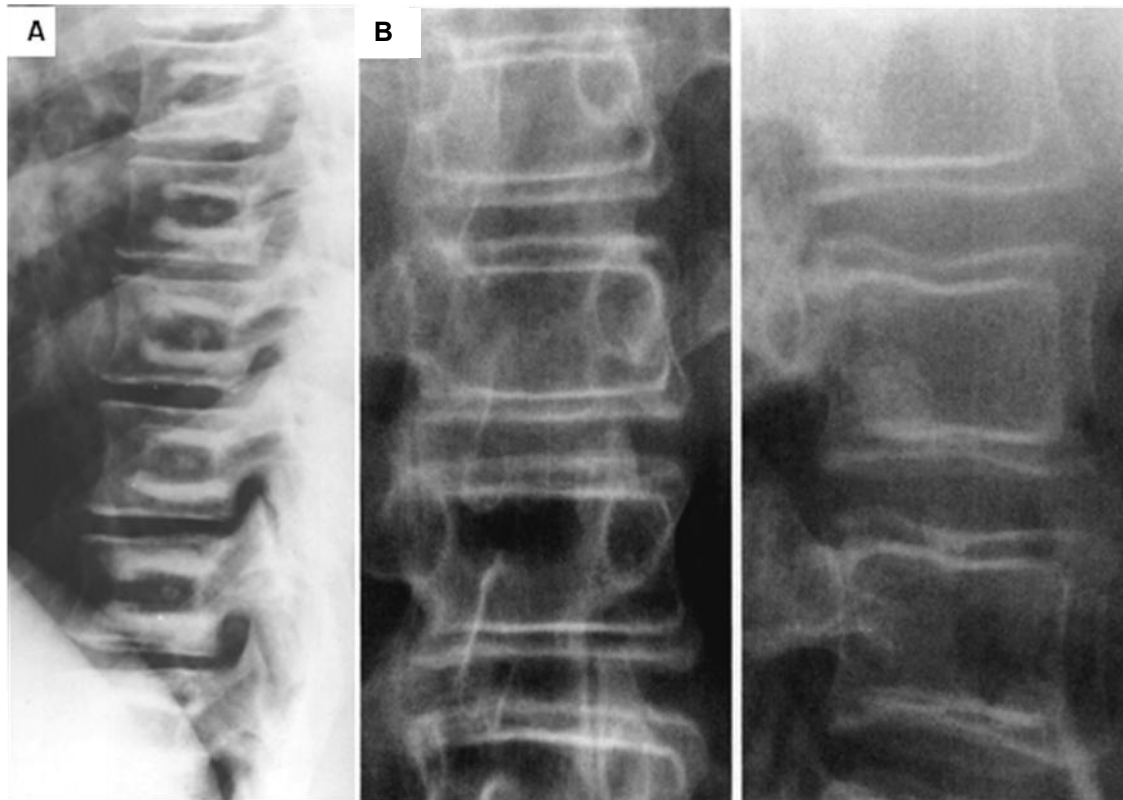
92. A. Radiografía lateral de la columna lumbar. Hay esclerosis de las porciones superior e inferior de las porciones medias de los cuerpos vertebrales, paciente con osteopetrosis, el fallo en la actividad osteoclastica causa anomalías intermitentes en la densidad del hueso durante su crecimiento produciendo zonas de densidad anormal que alternan con zonas de densidad normal. B. Paciente con leucemia y bajo tratamiento con NCB las radiografías AP y lateral de columna después de caso 6 años de terminar el tratamiento muestran una imagen de "bone in a bone" en los cuerpos vertebrales.
